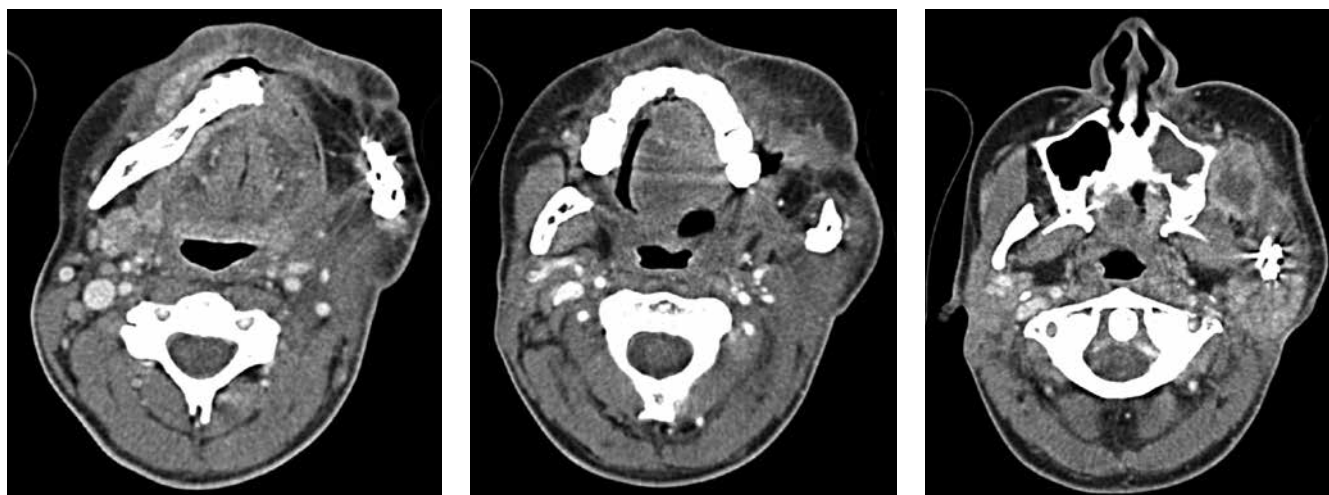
Компьютерная томография головы с внутривенным контрастированием до начала лечения рецидива плоскоклеточного рака (январь 2019 г.)
